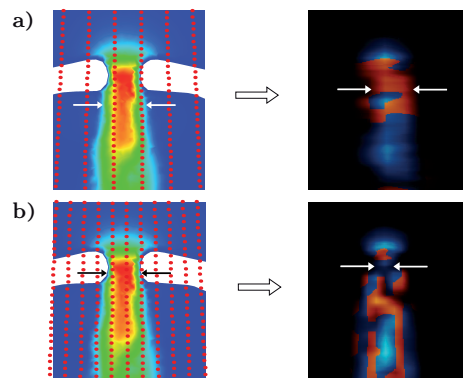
Ergebnisse der echokardiographischen Messungen für verschiedene räumliche Auflösungen; (LA = linkes Atrium).
